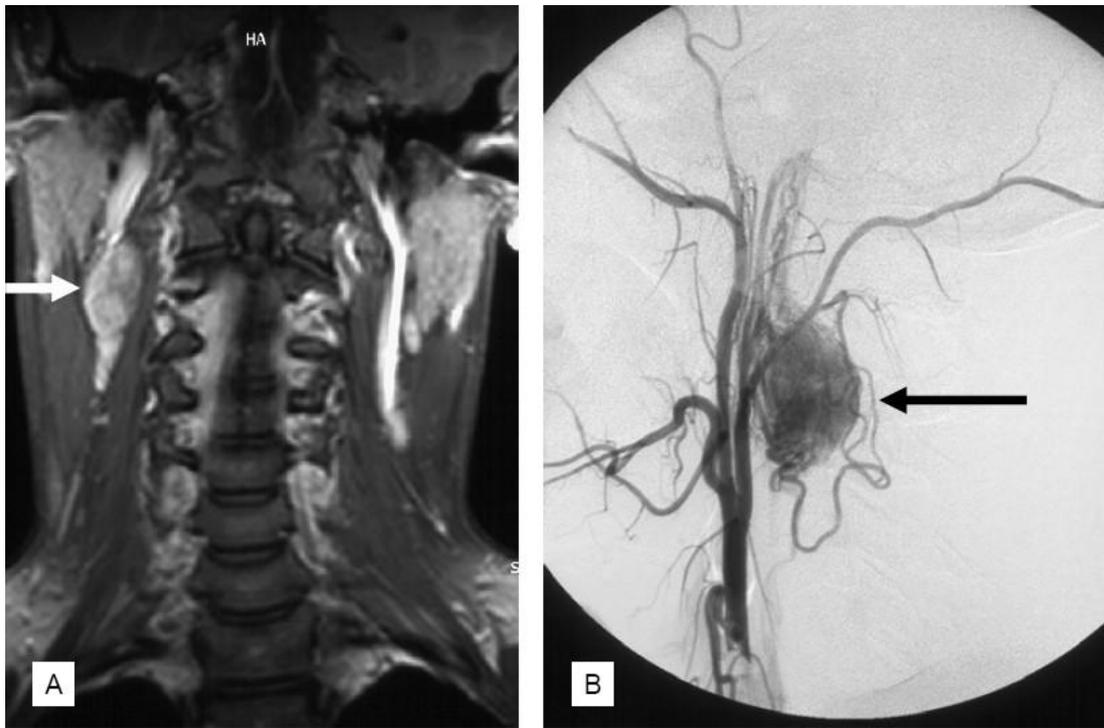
迷走神经血管球瘤，MRI检查(左)和血管造影(右)。
